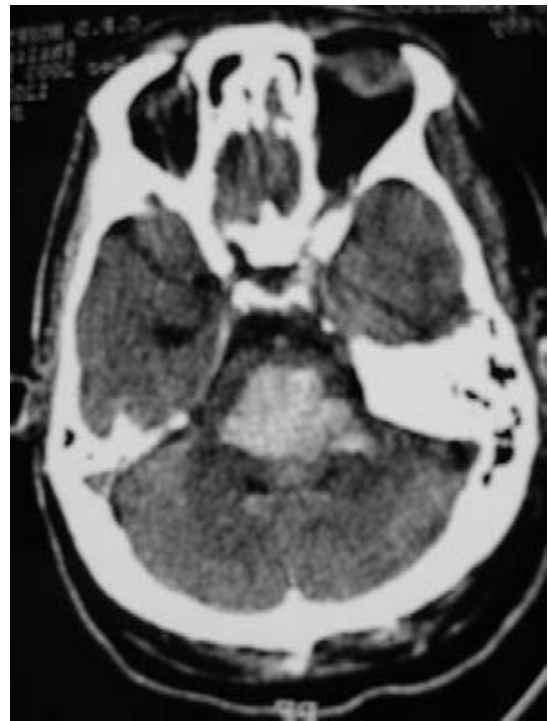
Tomografía posquirúrgica que evidencia la hemorragia de tallo.
